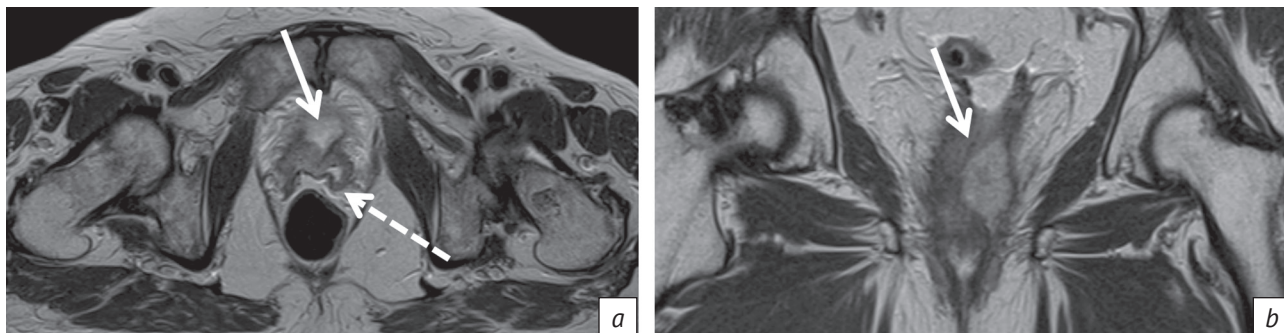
Результаты МРТ органов малого таза:
